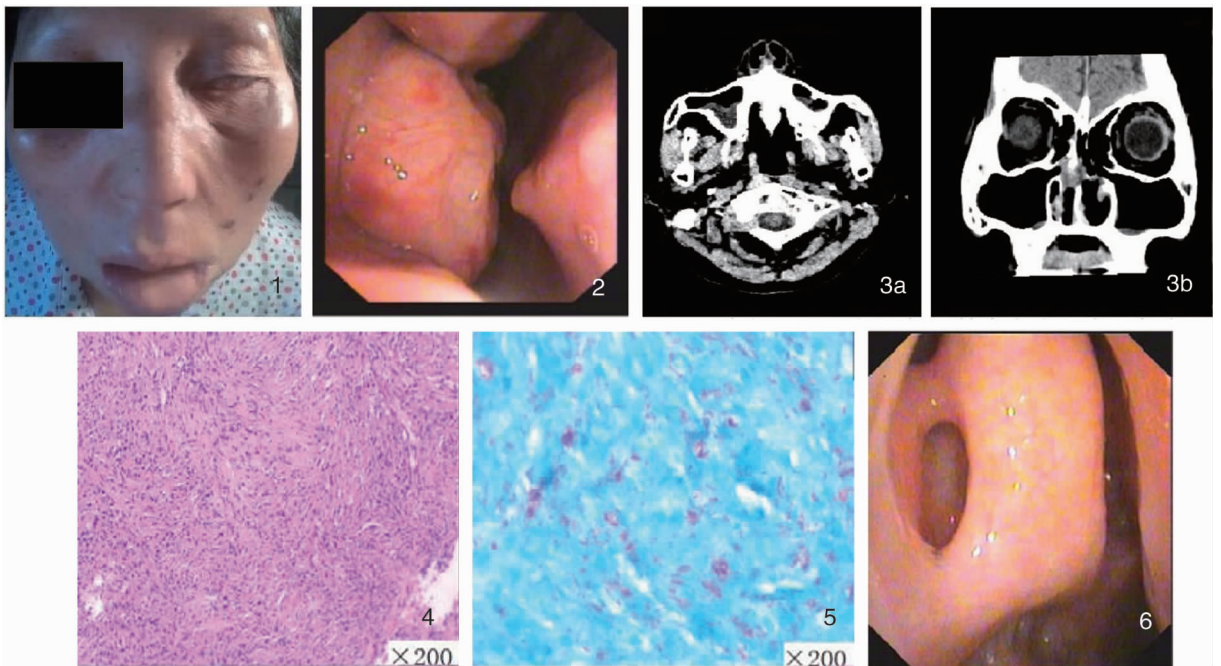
面部体征 图2 右侧鼻腔中鼻道块状淡红色新生物 图3 鼻部CT见双上颌窦、筛窦炎症积液,鼻腔鼻窦黏膜增厚,双中鼻道软组织密度肿物 a:水平位;b:冠状位 图4 病检示慢性炎症,局部梭形细胞增生(抗酸×200) 图5 免疫组化示梭形细胞为组织细胞,PAS(-),抗酸染色见大量阳性分枝杆菌,符合麻风杆菌感染(抗酸×200) 图6 患者术后6个月复查
